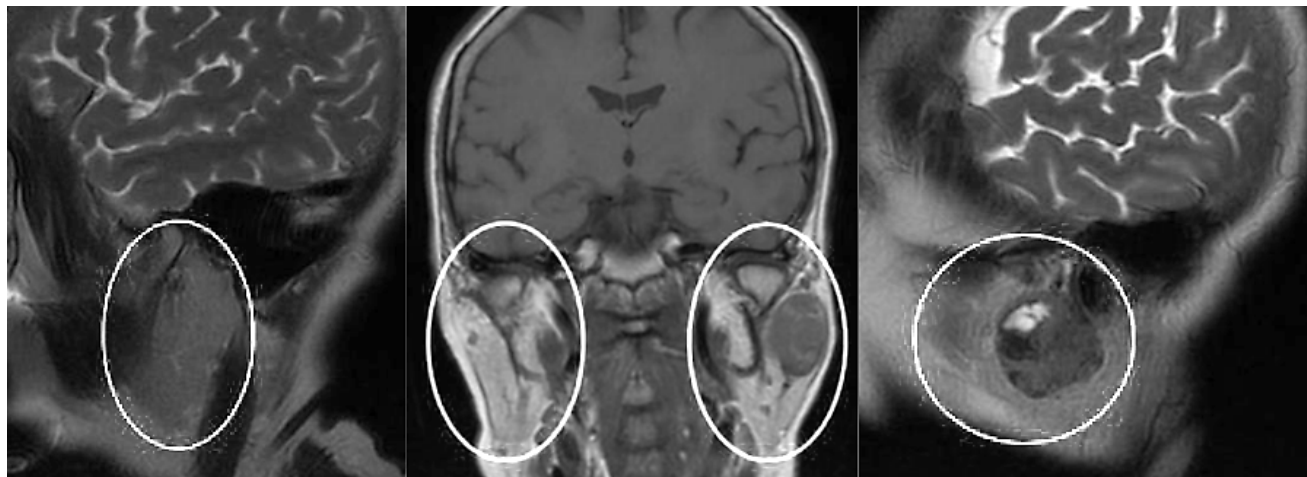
Магнитно-резонансная томография околоушных областей (в сагиттальных T2-ВИ и корональной T1-ВИ плоскостях)
